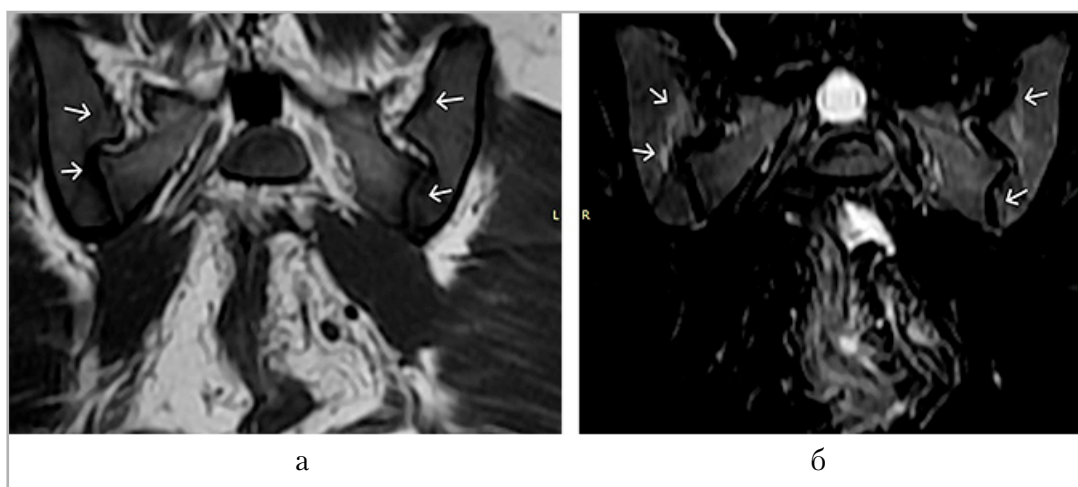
Прицельная магнитно-резонансная томография сакроилеальных сочленений. *а* — коронарная плоскость T1 ВИ; *б* — коронарная плоскость STIR. Стрелками указано умеренно выраженные признаки отека костного мозга в субхондральных отделах тел подвздошных костей и боковых массах крестца
